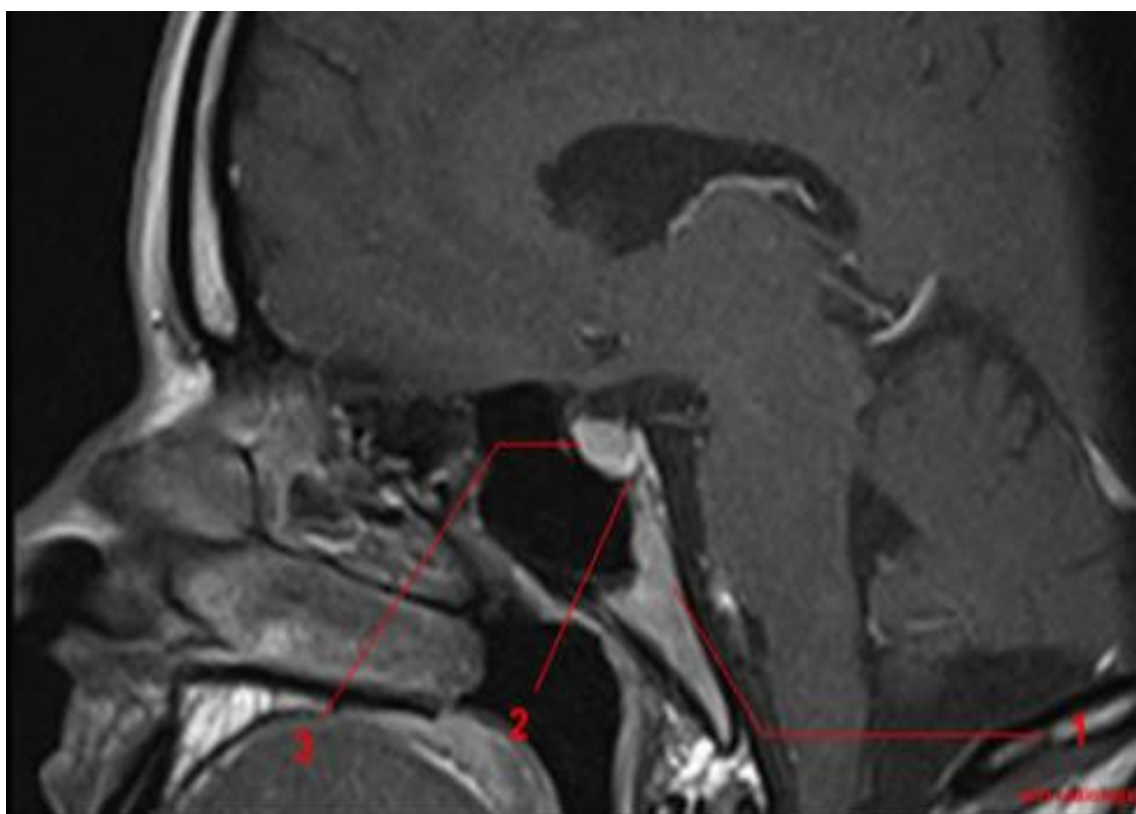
IRM T1 coupe sagittale montrant les rapports antérieurs, postérieurs et inférieurs du sinus sphénoïdal 1- clivus, 2- l'hypophyse, 3- la selle turcique . [7]
